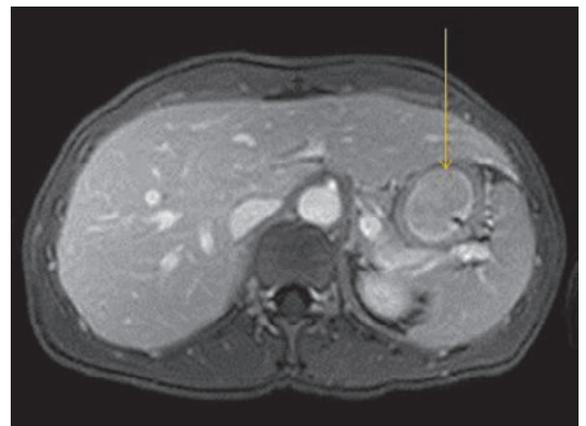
Magnetresonanztomogramm des Oberbauchs mit stark anreicherndem Tumor zwischen Magenfundus und linkem Leberlappen (Dank an Dr. Dennis Hibbeln, Radiologie, Kantonsspital St. Gallen).
